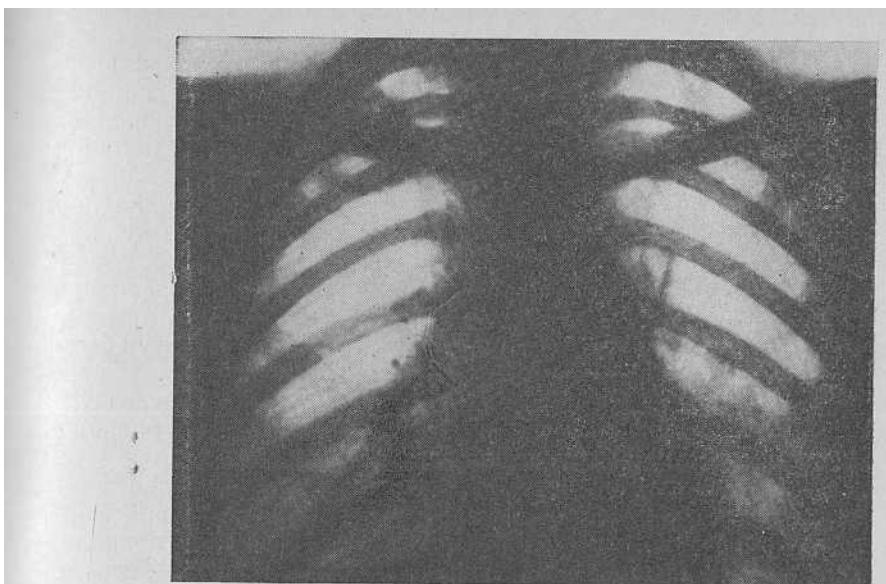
Кавернозный туберкулез. Каверна в верхней доле правого легкого. Рентгенограмма.
